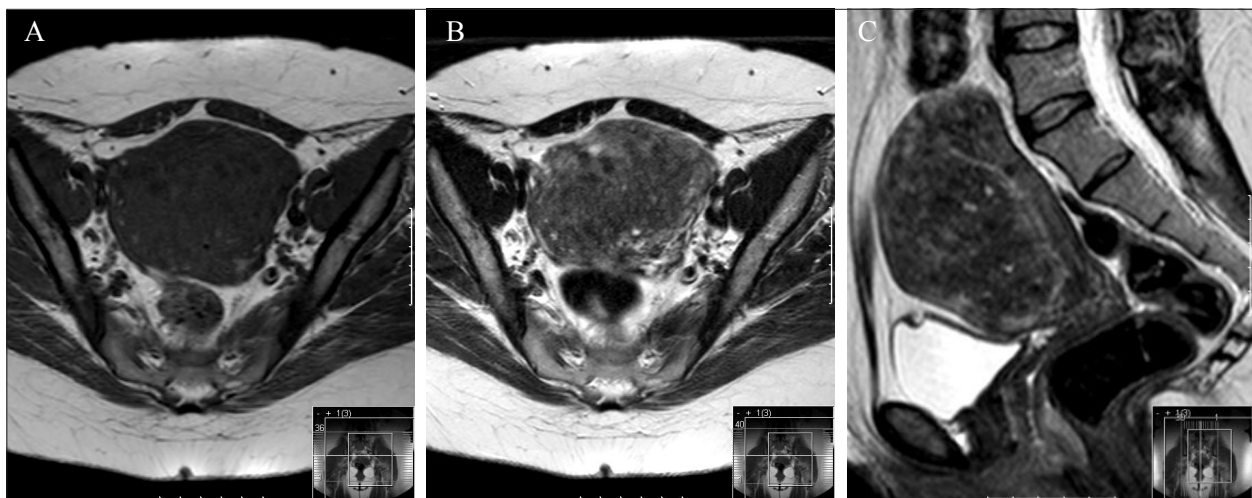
Adeniose difusa em RM. Mulher de 40 anos com adeniose difusa. RM com seqüências ponderadas em T1 (A) e T2 (B) no plano axial da pélvis e T2 sagital (C), mostra útero de dimensões aumentadas, à custa de adeniose difusa envolvendo a parede anterior do corpo do útero, com ilhotas de endométrio com focos hemorrágicos determinados por hipersinal em T1 e T2. Existe também aspecto de adeniose envolvendo posteriormente o fundo uterino.
